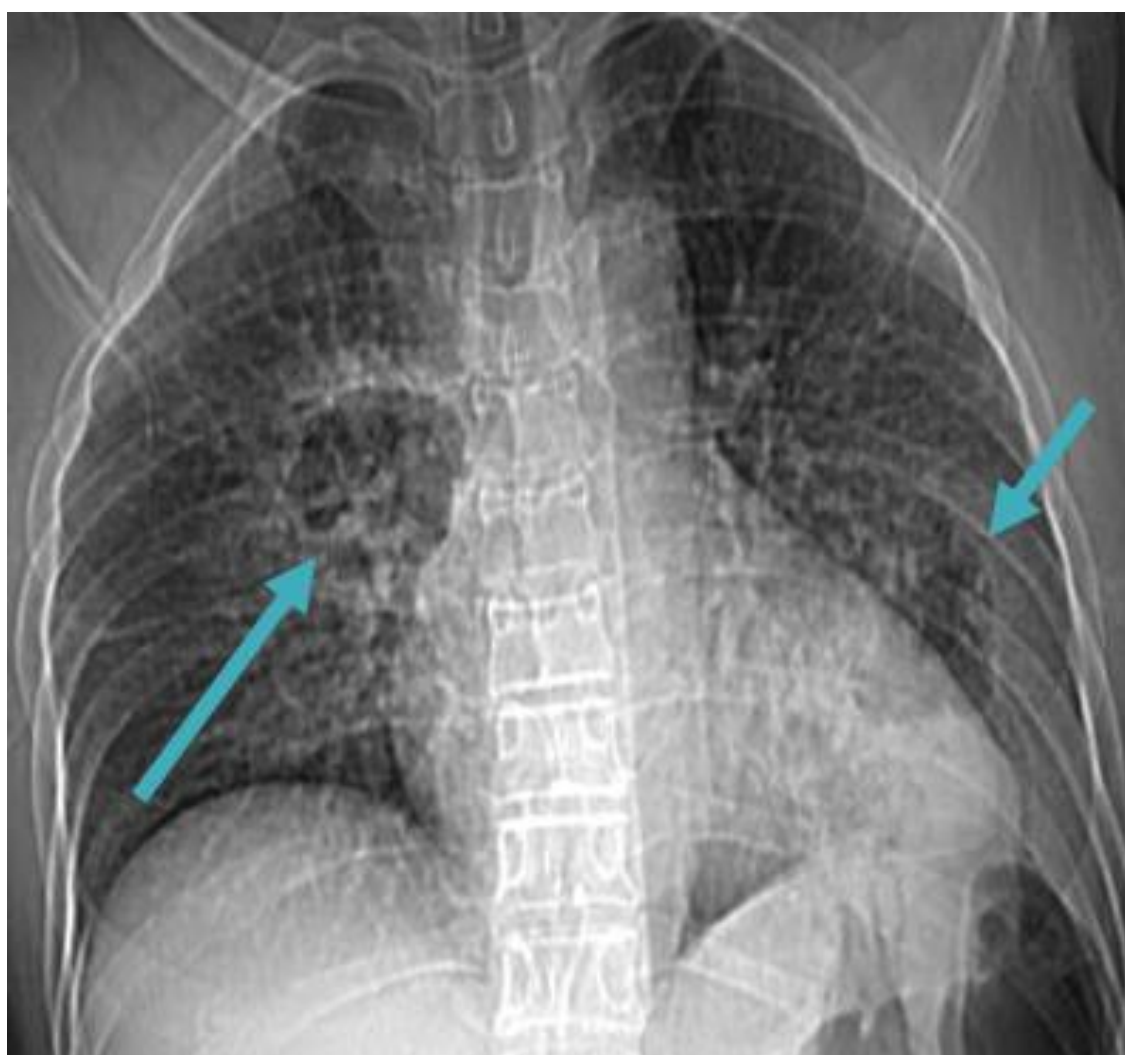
Radiographie de face montrant des opacités para-hilaires excavées chez un patient suivi pour une granulomatose de Wegener.
